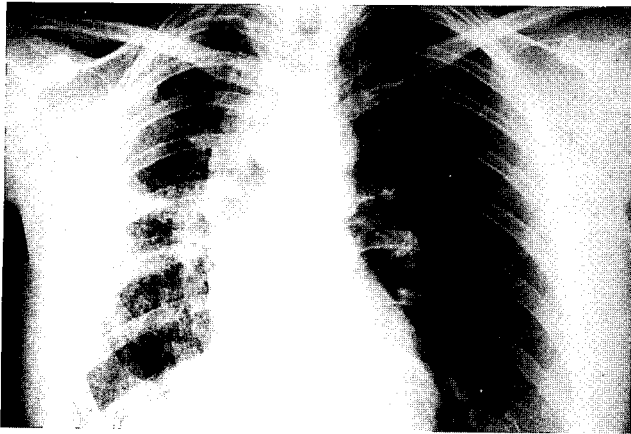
Admission chest X-ray film showing parahilar peribronchovascular bundle crowding and reduce volume of the right lung
